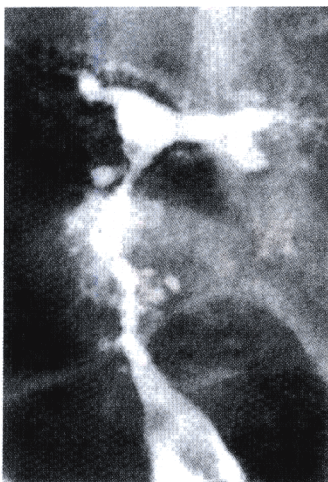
子宫X线片显示具有许多憩室的小子宫腔。
